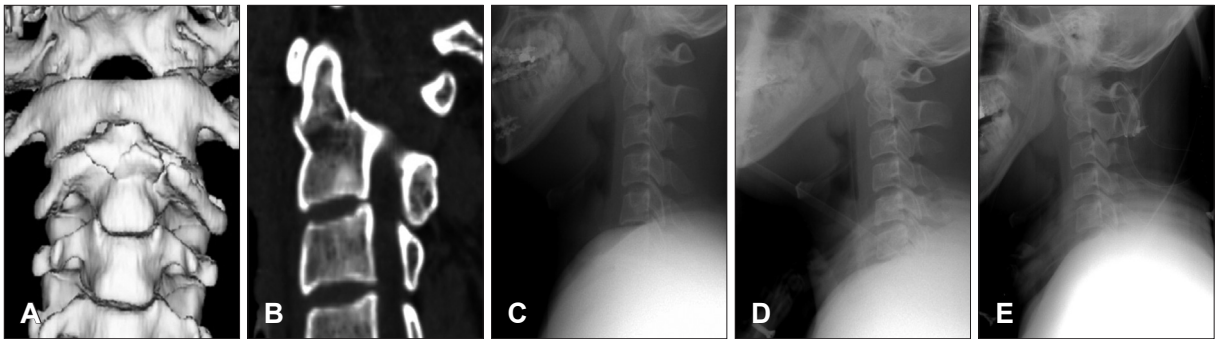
Imaging studies from case 3. A, B: Computed tomography scans of the patient showed a type III odontoid fracture with irregular fracture line and the fractured odontoid process was displaced anteroinferiorly. C: The patient underwent the conservative treatment with halo-vest immobilization at his request, (D) but the displaced odontoid process was not corrected in alignment. E: Postoperative plain radiograph. Note that posterior interspinous fusion combined with sustained halo-vest immobilization.
